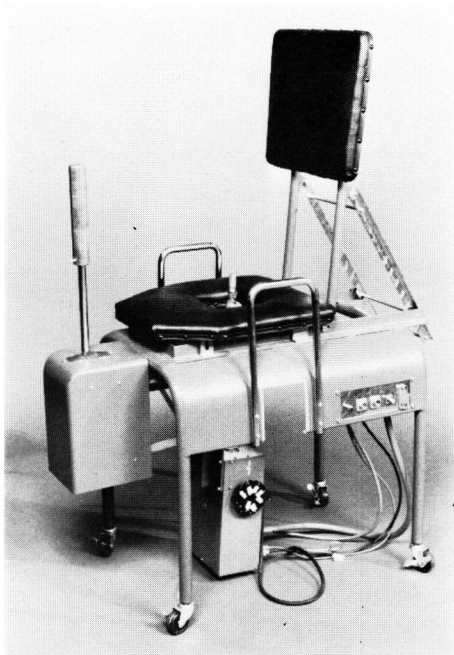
経直腸的超音波断層法のため設計された椅子
